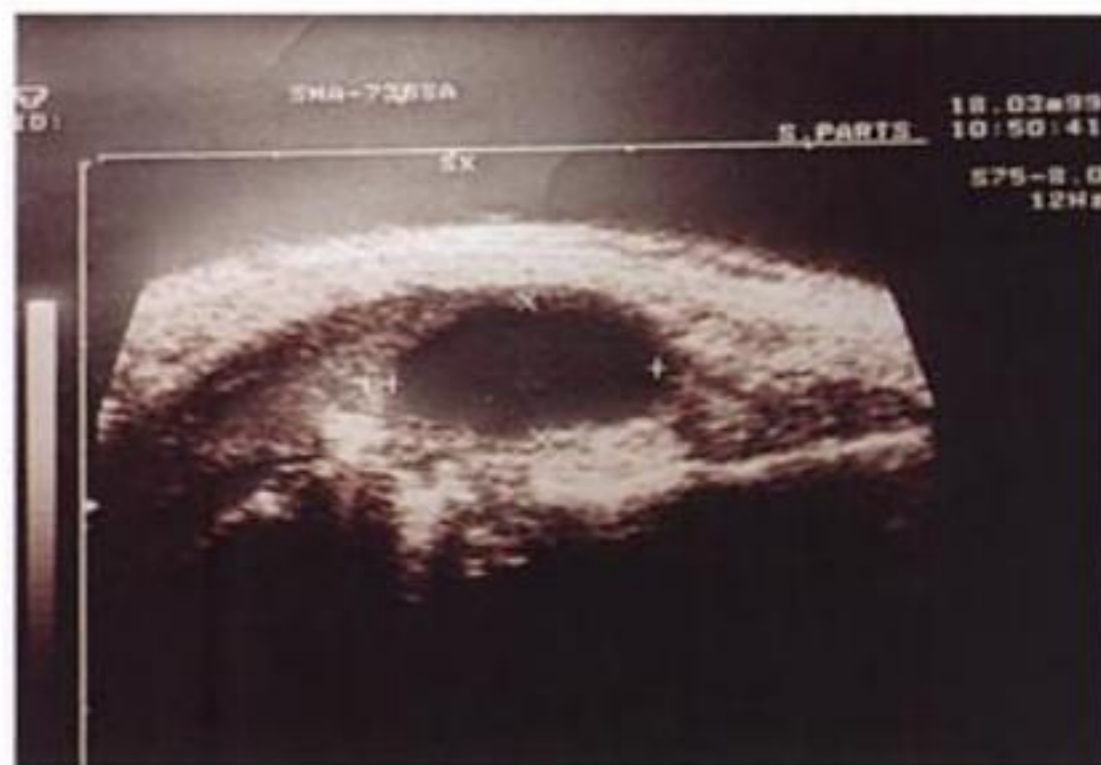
b. La ecografía muestra claramente el quiste bien delimitado.
